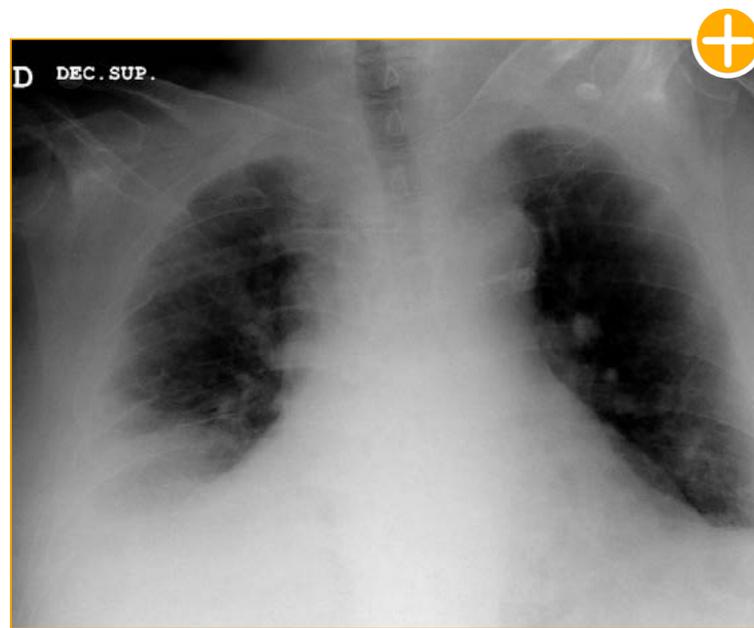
Radiografía de tórax en urgencias.
